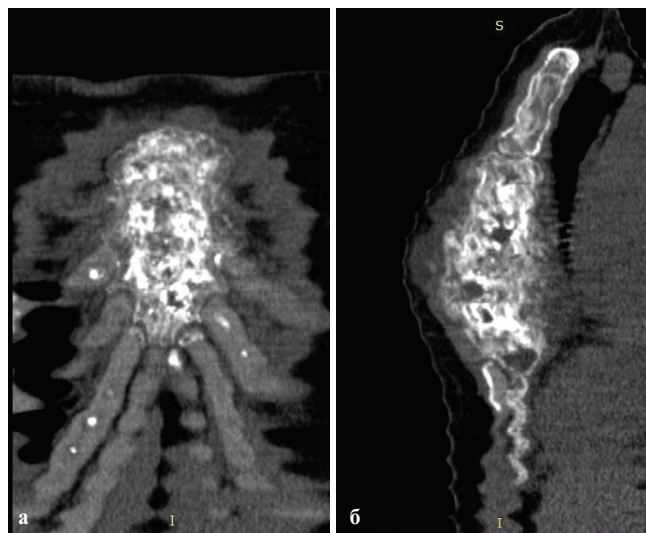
Рентгеновская компьютерная томография грудины: а — фронтальная проекция; б — сагиттальная проекция
